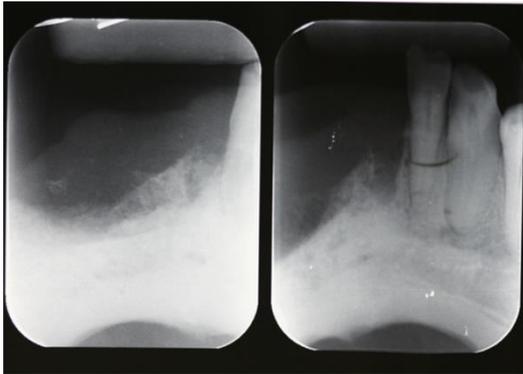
Radiografias periapicais, mostrando com maior nitidez o envolvimento ósseo. Realizada no dia 02/05/2013
